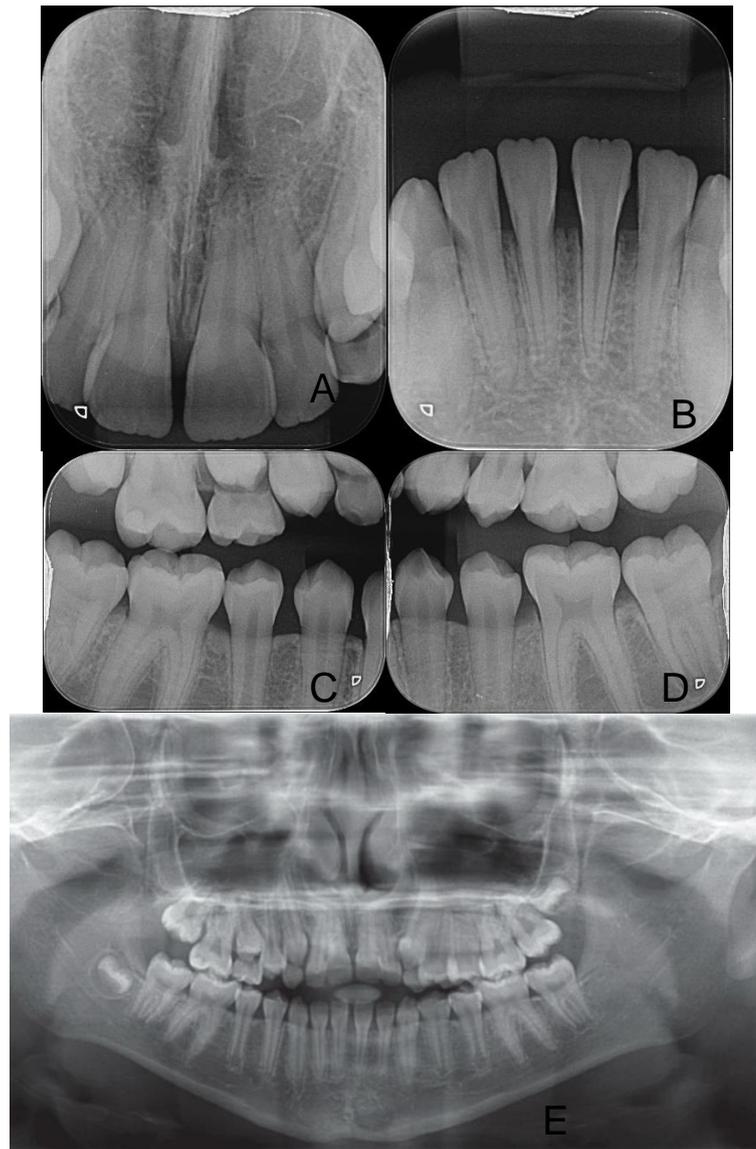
Exames de imagem iniciais. (A) Radiografia periapical dos incisivos centrais superiores; (B) Radiografia periapical dos incisivos centrais inferiores; (C) Radiografia interproximal do lado direito; (D) Radiografia interproximal do lado esquerdo; (E) Radiografia panorâmica.
